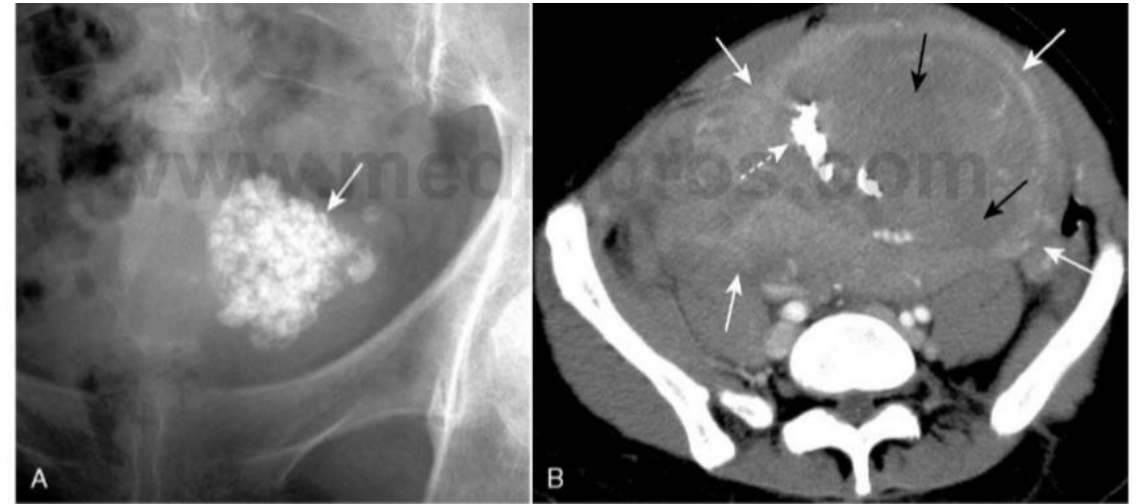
Leiomioma uterino calcificado en una radiografía convencional (A) y en una TC (B). A, Se observa una calcificación amorfa (o «en palomitas de maíz») (flecha blanca continua) en la pelvis de una mujer de 48 años de edad. Este tipo de calcificación sugiere su formación en un órgano sólido o en un tumor. La imagen muestra la localización anatómica y el aspecto clásico de un leiomioma uterino calcificado. B, Otra paciente presenta leiomiomas uterinos de gran tamaño (flechas blancas continuas) parcialmente necrosados (flechas negras continuas) y calcificados (flecha blanca discontinua). La ecografía es el estudio de elección para el diagnóstico de los leiomiomas uterinos.
